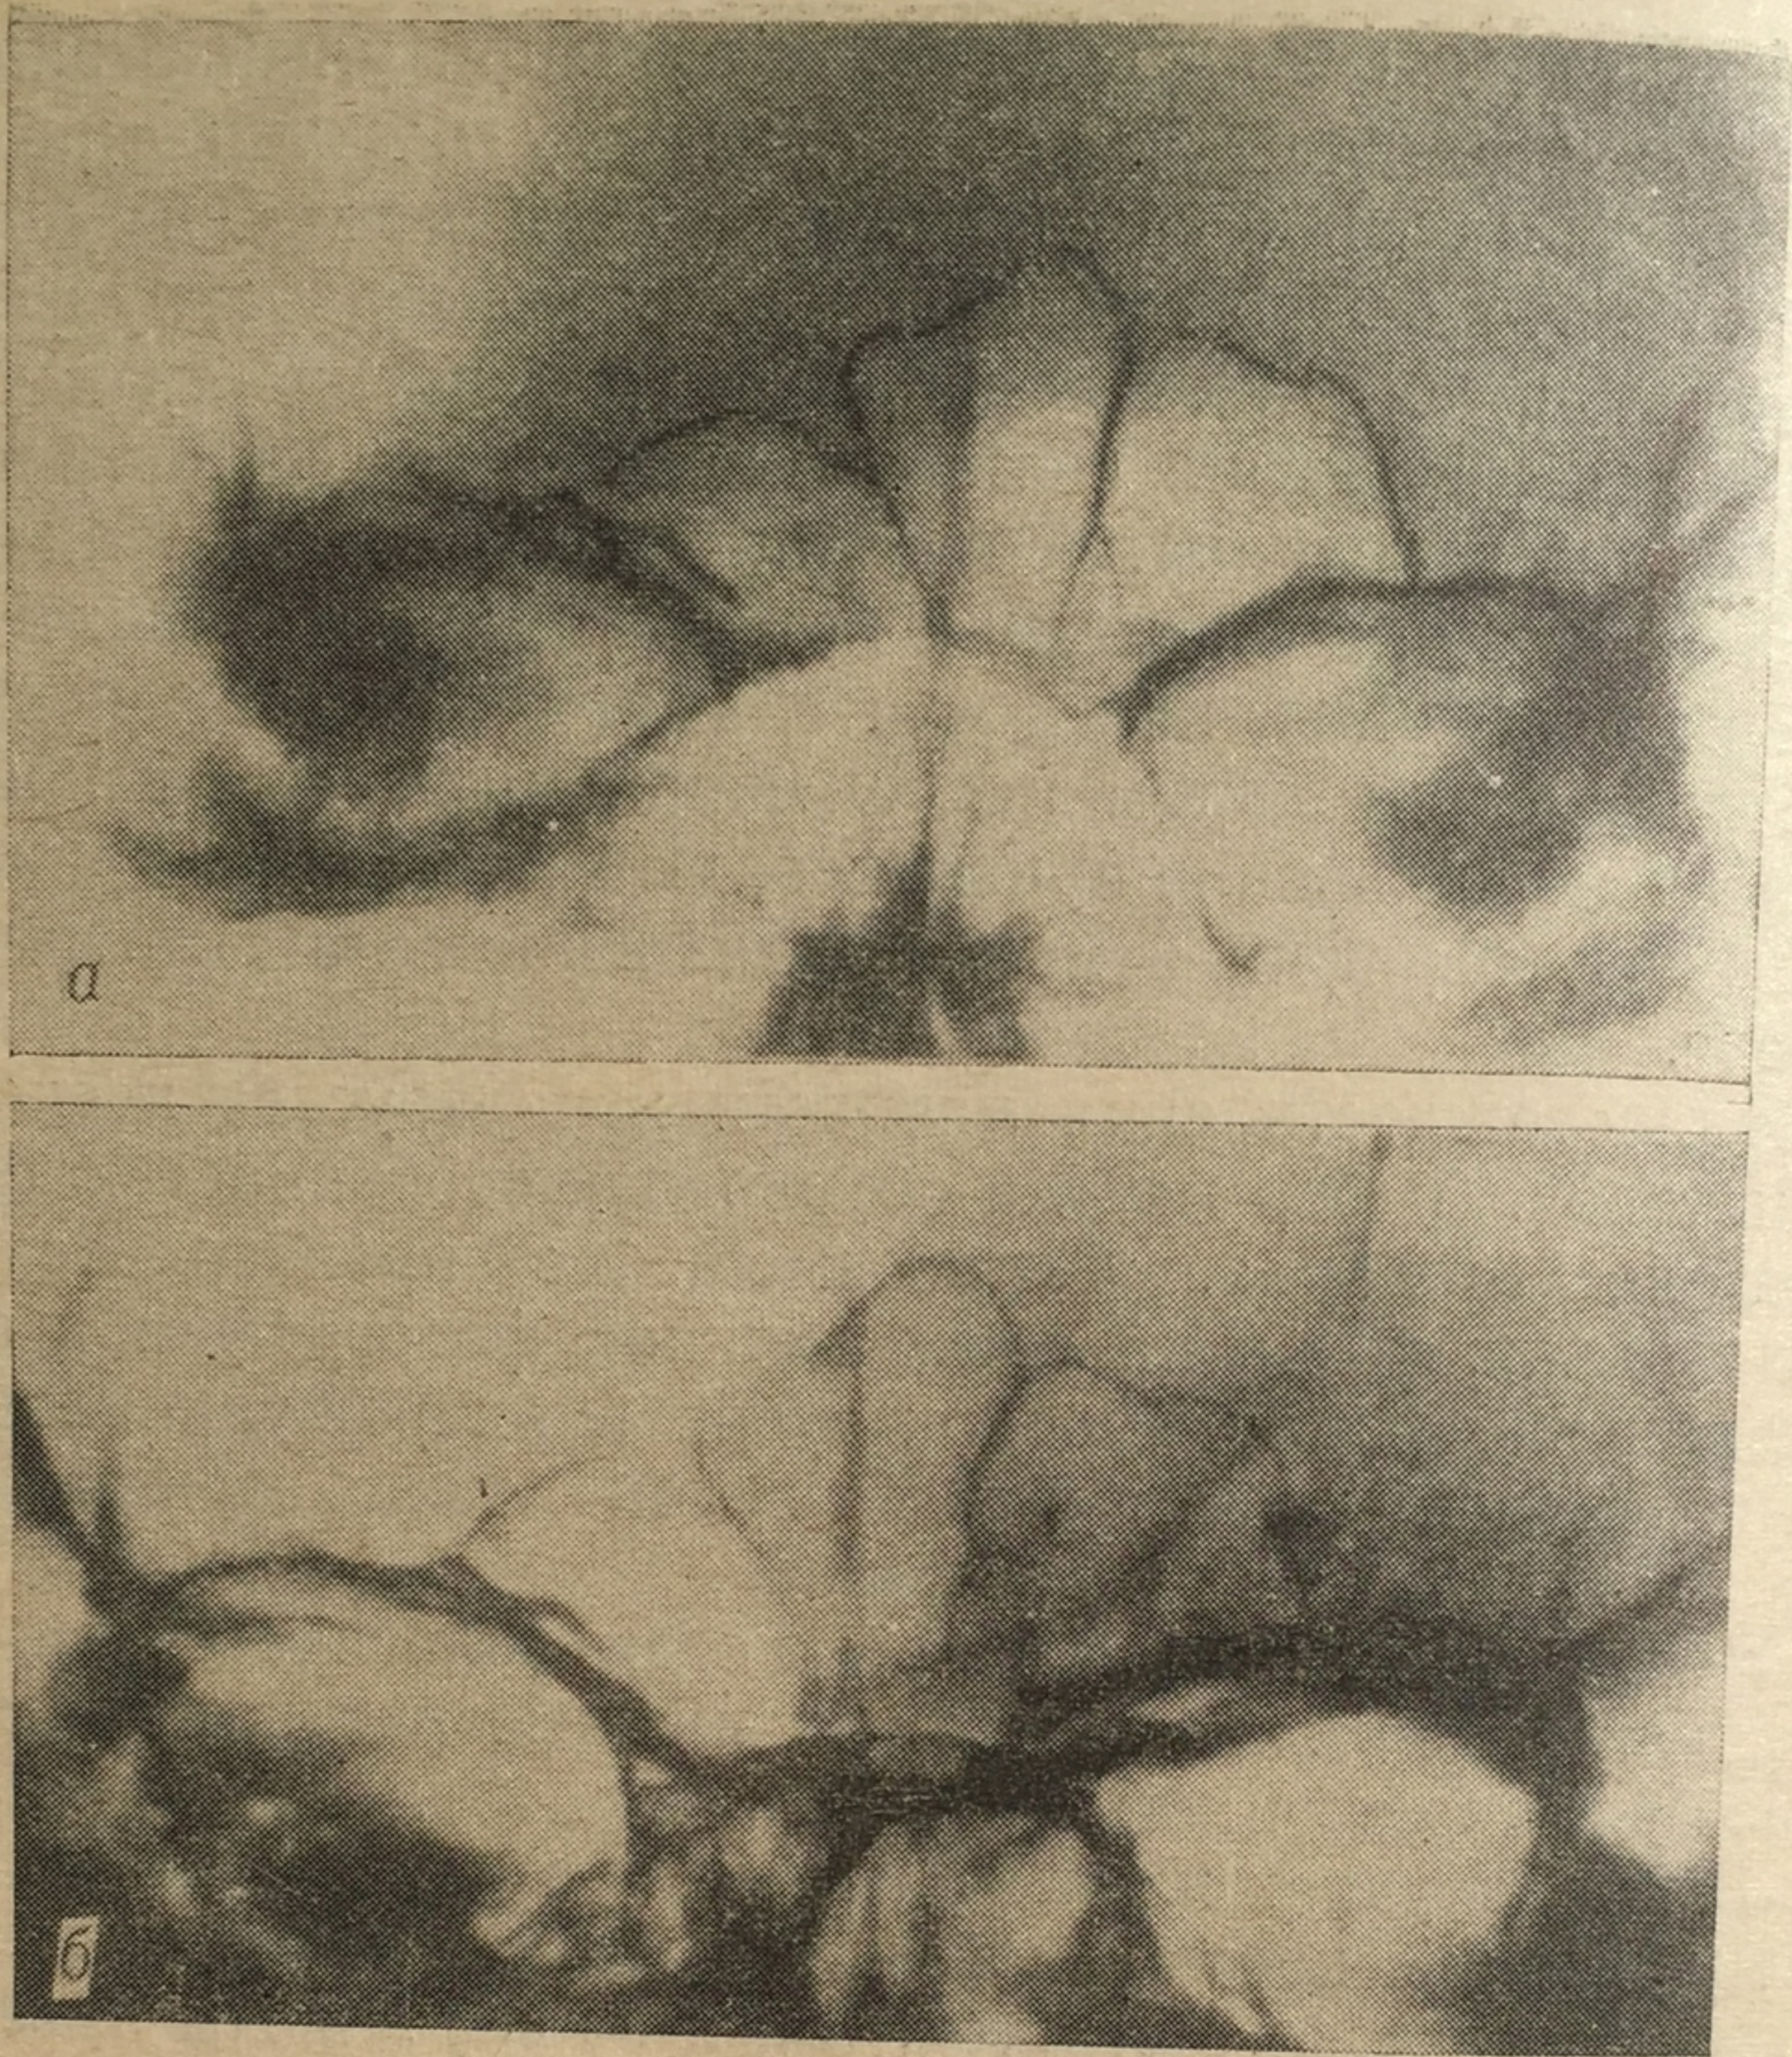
Установление личности по совпадению рентгенологических особенностей лобных пазух.
